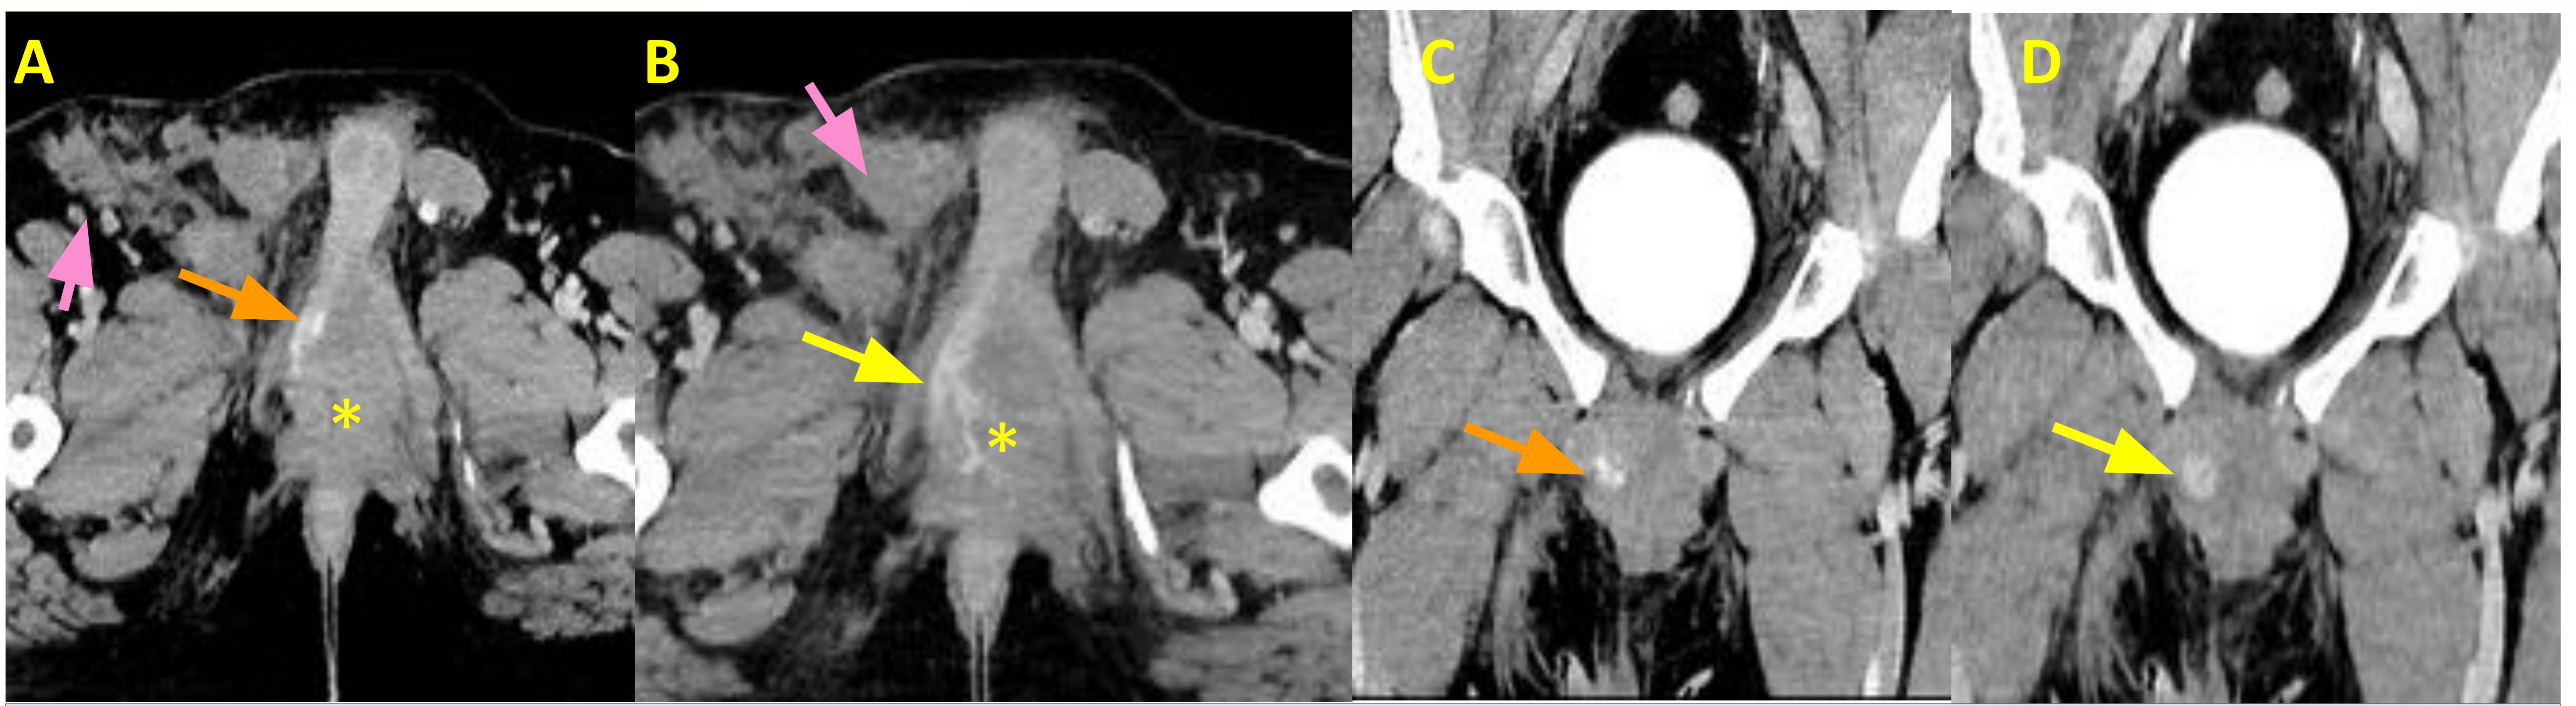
Hematoma en la base del pene con sangrado activo. TC multifásico con fase arterial (A,C) y venosa (B,D). Hematoma perineal a nivel de la base peneana (asterisco amarillo) con imágenes de extravasación de contraste en fase arterial (flecha naranja) que aumenta en fase venosa (flecha amarilla) a nivel de la base peneana sugestivo de sangrado activo. Hematoma en región inguinal derecha con cambios inflamatorios subcutáneos adyacentes (flecha rosa).
